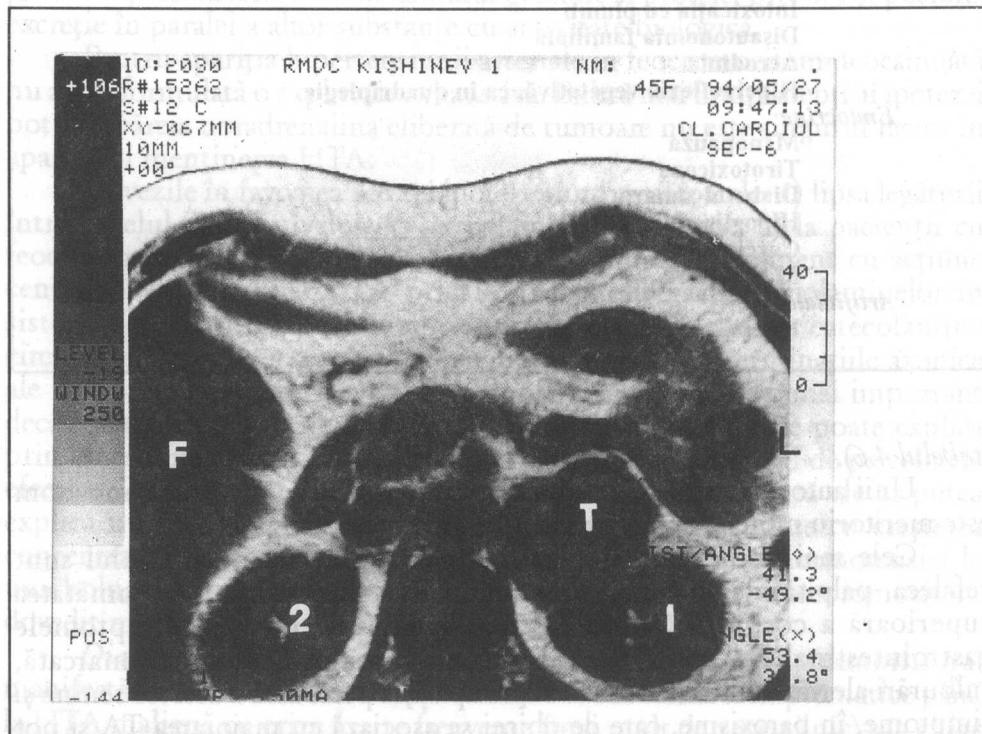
Feocromocitom (tomografie computerizată) T - tumoarea cu diametrul 41 x 53 mm, F - ficatul, 1 - rinichiul stâng, 2 - rinichiul drept.
